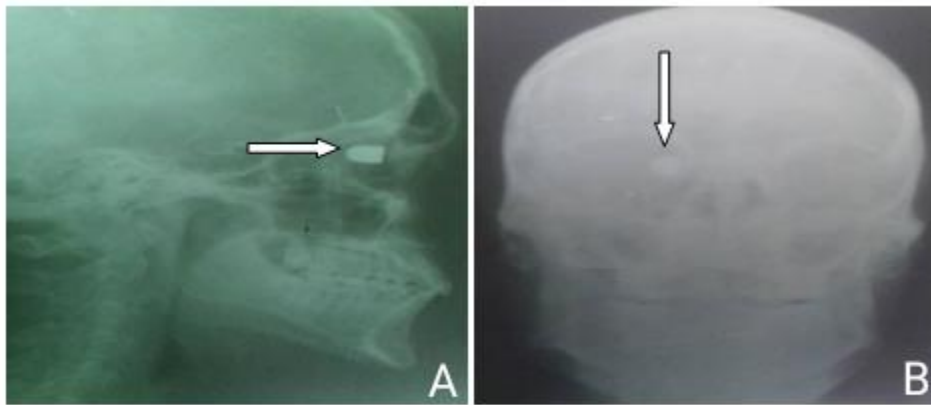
A) Radiografía de cráneo vista lateral. B) Radiografía de cráneo vista anteroposterior. Se observa proyectil en pared medial de orbita izquierda.
